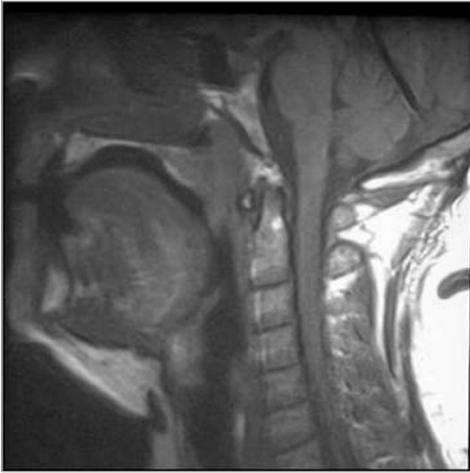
Ostruzione retropalatale (RM – Immagine sagittale SE T1).
